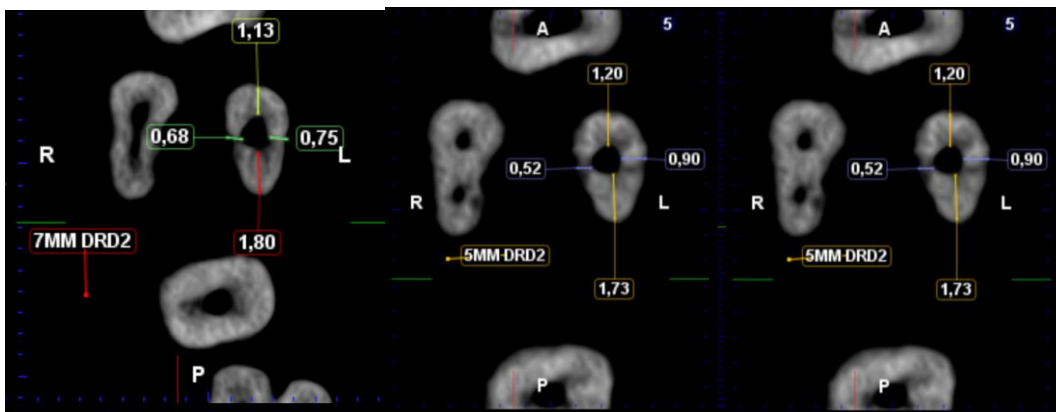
Tomografía Postinstrumentación 7, 5 y 3 mm respectivamente Grupo Mtwo
